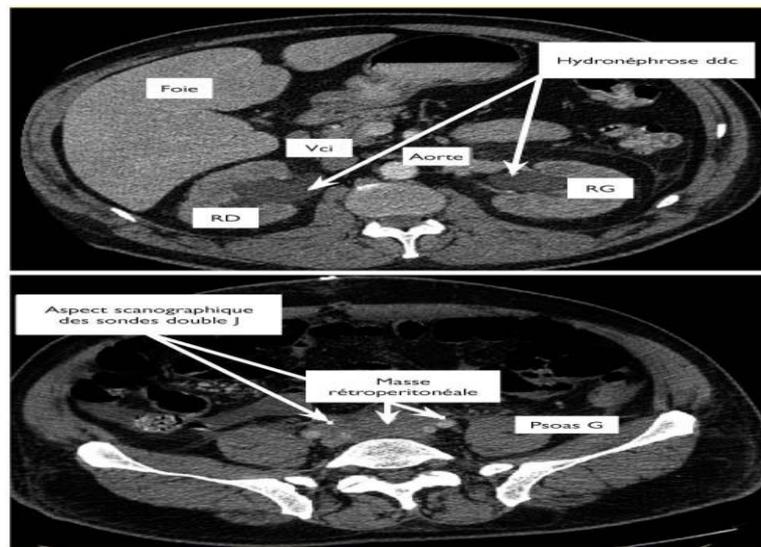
TDM abdominal Fibrose rétro péritonéale
